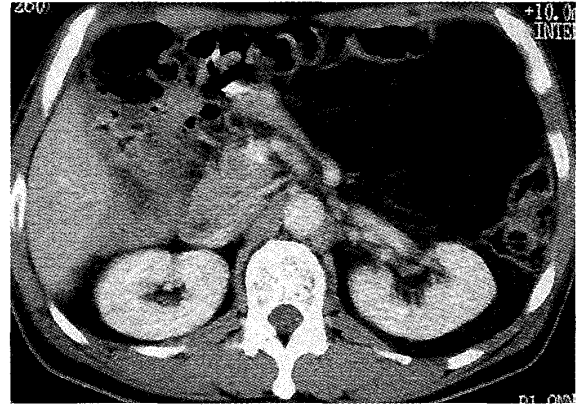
腹部造影CT：一部に索状影を有する造影効果の乏しい皮下脂肪と同じ low density の腫瘤を左後腹膜に認めた。
